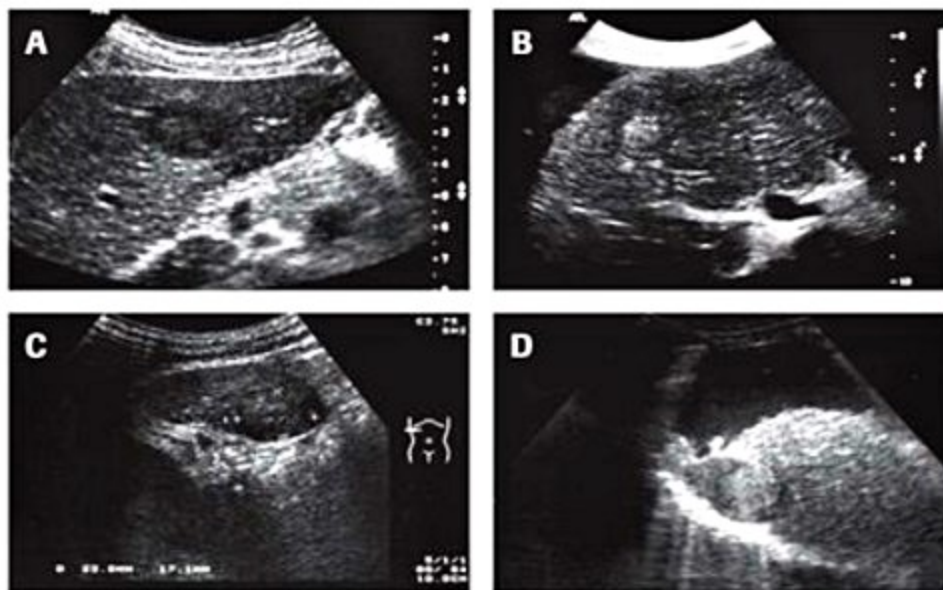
Duas punções com agulha Tru-cut, 14G, orientada pela ultrassonografia. (A) e (B): punção em nódulo de CHC pequeno hipoeicoide em SV/VI (30 mm). (C) e (D): punção em CHC avançado com trombose tumoral em ramo portal esquerdo. Observa-se trajeto da agulha representada por forte linha hiperecogênica. Em (B) se nota tracejado do *soft* do guia da agulha do aparelho de ultrassonografia, que posiciona o trajeto a ser percorrido com segurança.
